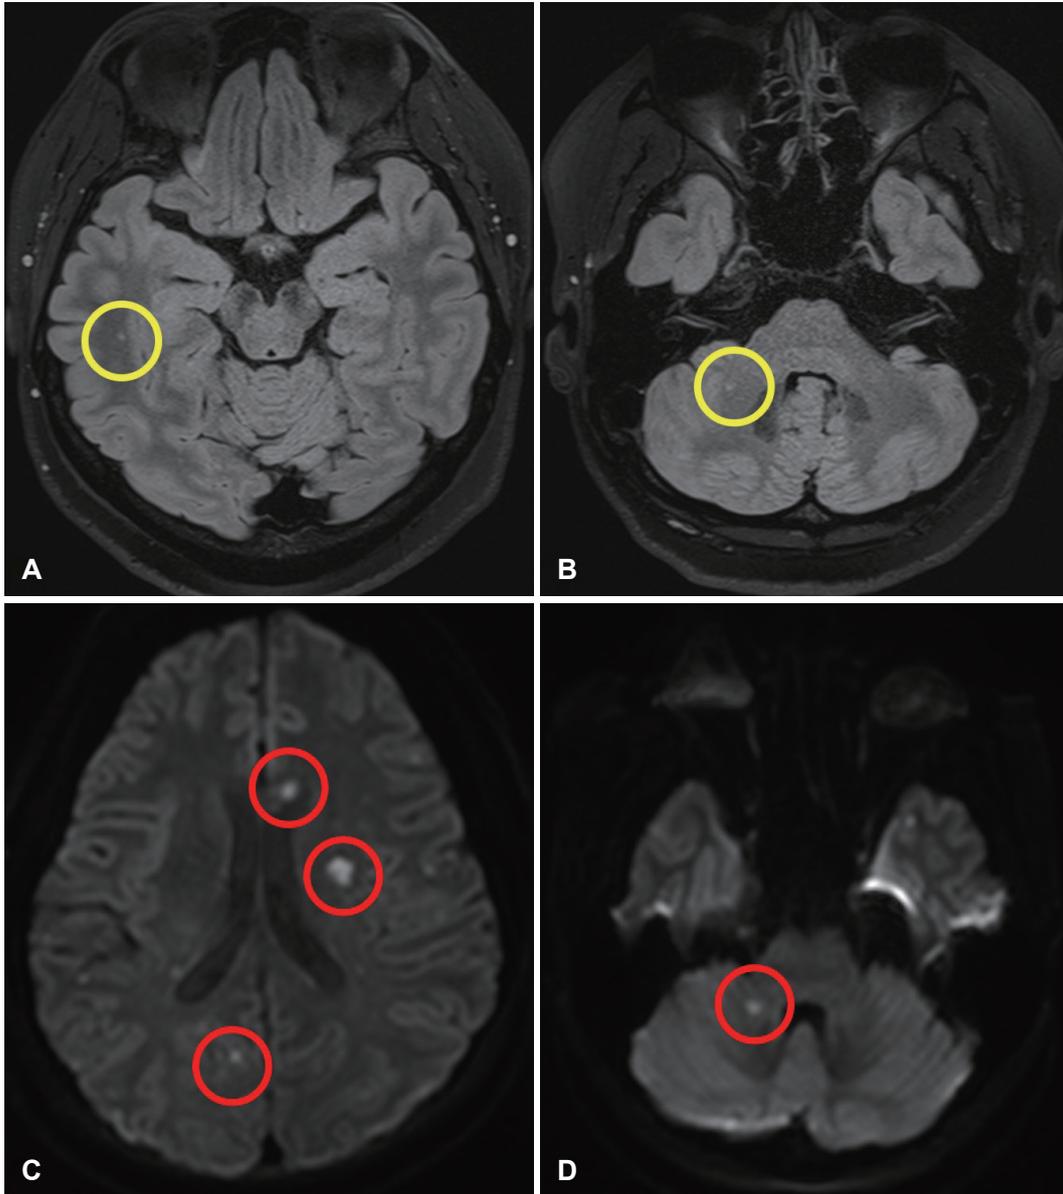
Brain MRI findings in the patient with protein S deficiency and atrial septal defect. A and B: Brain MRI shows multiple unidentified bright objects located in the right temporal lobe and occipital lobe (yellow circle). However, there is no mass like lesion or abnormal enhancement at the internal auditory canal and the course of cranial nerve 7-8. C and D: Diffusion-weighted images disclose multiple scattered dotty infarctions involving the bilateral cerebral hemispheres and anterior inferior cerebellar artery territory of the right cerebellum (red circle).
